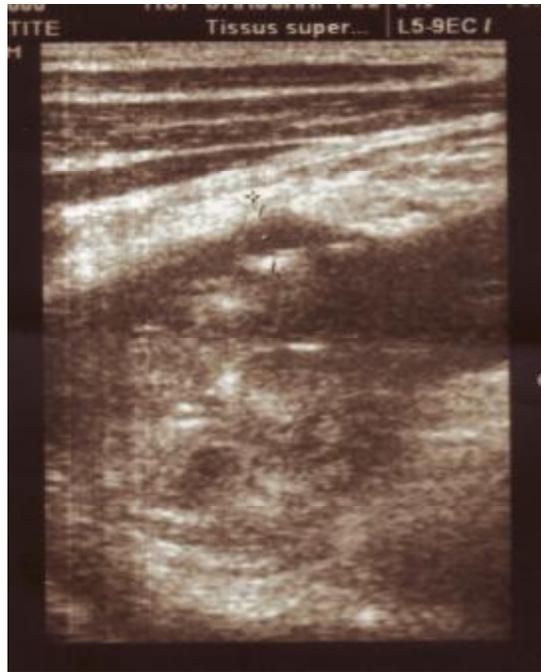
échographie abdominale:
